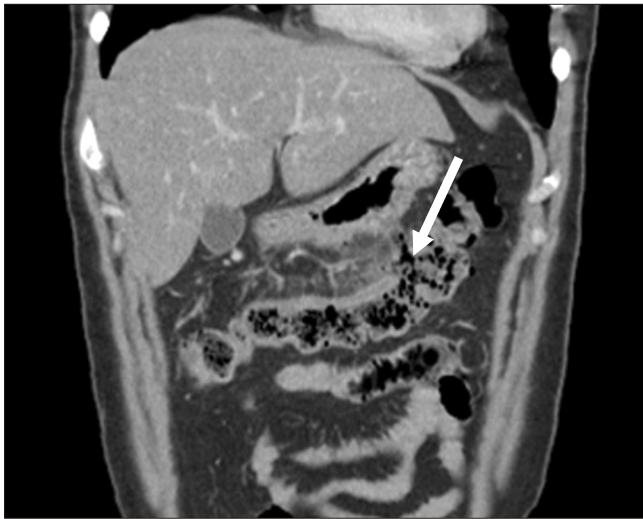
Abdominal computed tomography shows extraluminal air, wall defect, and pericolic fat infiltration (arrow) in distal transverse colon.
